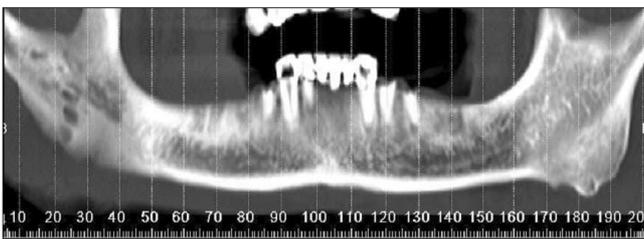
Preoperative CT showing loss of bony trabecula, erosion and destruction in Right mandible of case 1.
